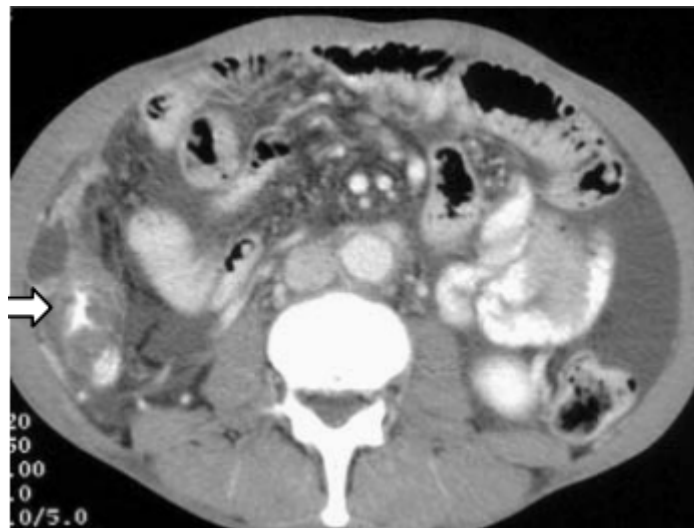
Adénocarcinome du pancréas en TDM ; ascite et épaissement péritonéal localisé au niveau de la gouttière pariéto-colique droite en rapport avec une carcinose péritonéale [68].
